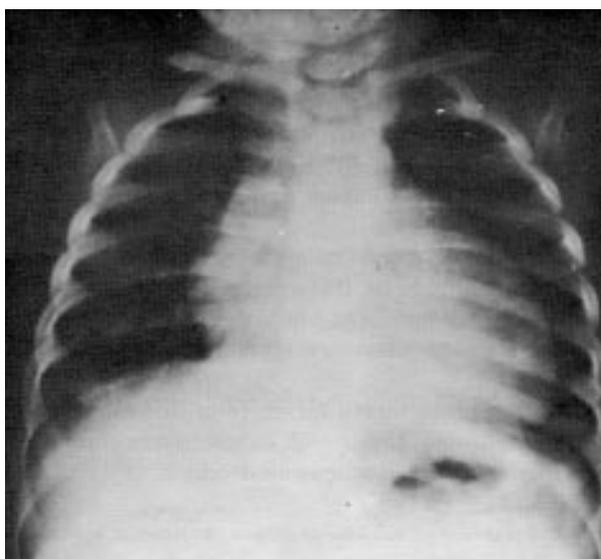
Radiografia de Tórax do mesmo paciente (caso 2) com TGA associada a forame oval que submeteu-se a cirurgia de Senning.
